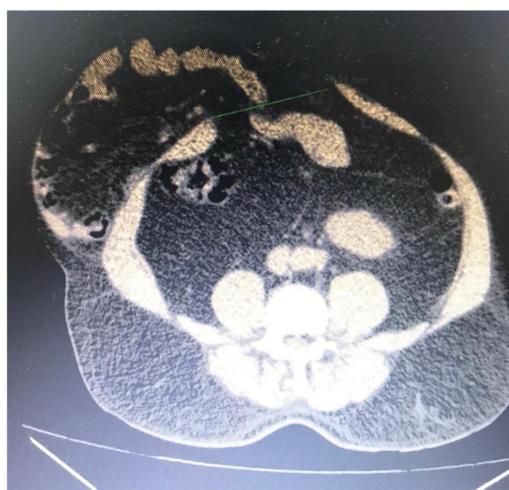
TC Pré-Operatório
